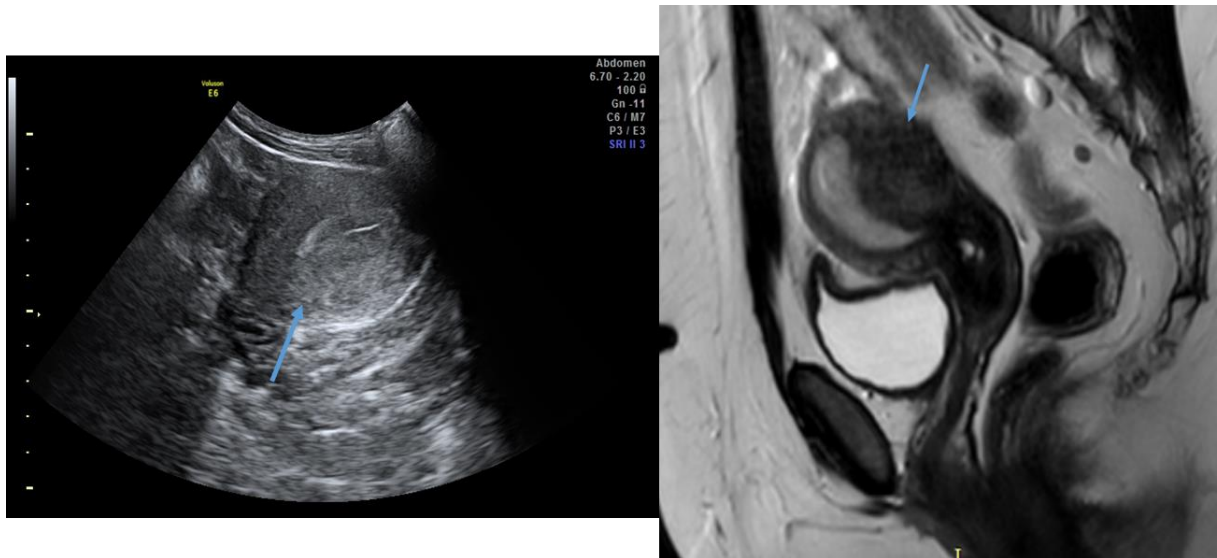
Image échographique et IRM en coupe sagittale T2 montrant un épaississement du mur utérin postérieur, aux contours réguliers, hétérogène renfermant des stries hyperechogenes, en hyposignal T2 exerçant un effet de masse sur l'endomètre.
